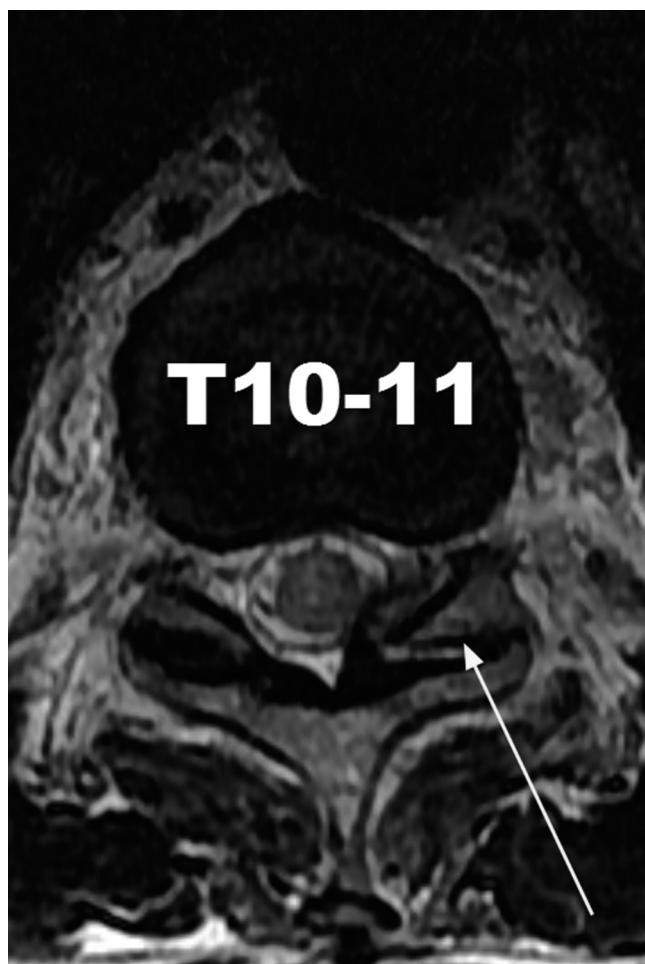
Axial MRI of T10-11 spine, showing T11 left pedicle fracture
